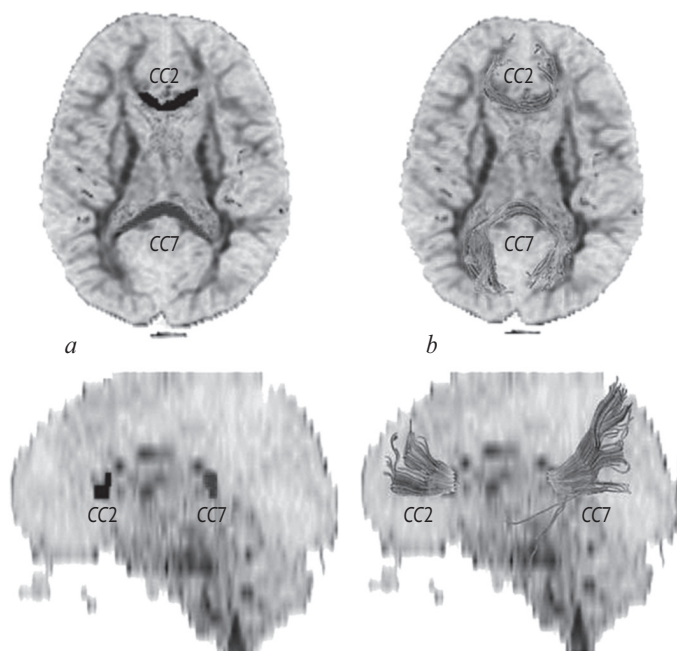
Выделение (а) и трактография (б) сегментов CC2 и CC7 мозолистого тела на аксиальной, сагиттальной ДТ-МРТ мозга ребенка 4 лет и значения коэффициента фракционной анизотропии колена (CC2) и валика (CC7) у детей разного возраста (с)
